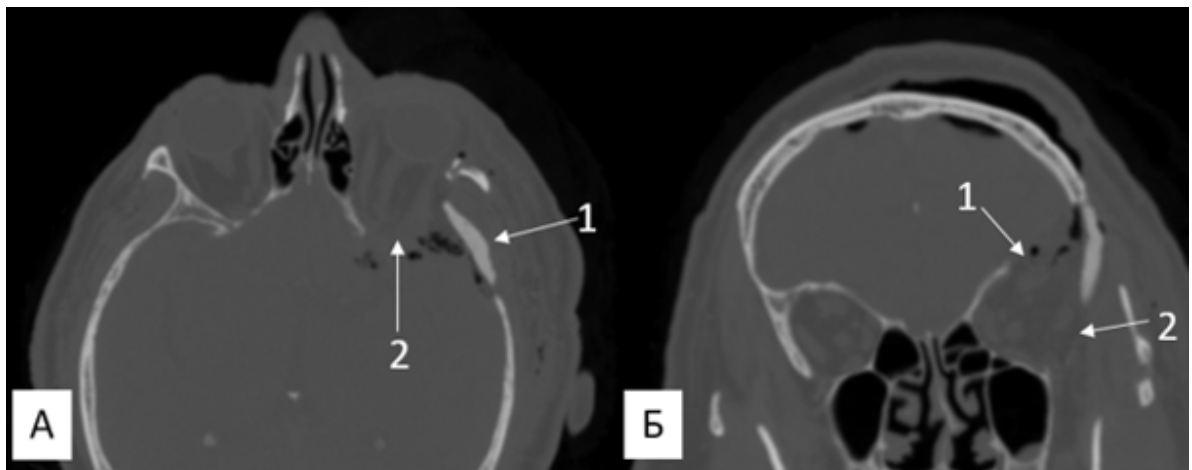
СКТ головы на 1-е сутки после операции: А) фронтальный срез: 1-пластина ПММА, 2 – дефект большого крыла клиновидной кости; Б) аксиальный срез: 1 – дефект крыши глазницы, 2 – дефект латеральной стенки глазницы
